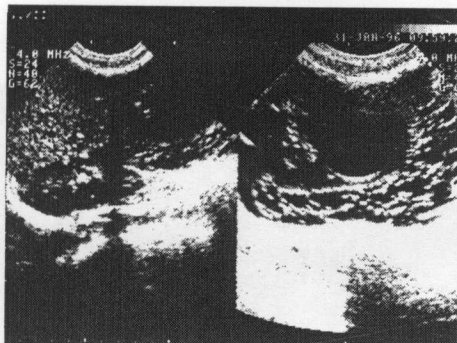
Pacienta L., 10 ani. Ecografie abdominală (explicații în text)
